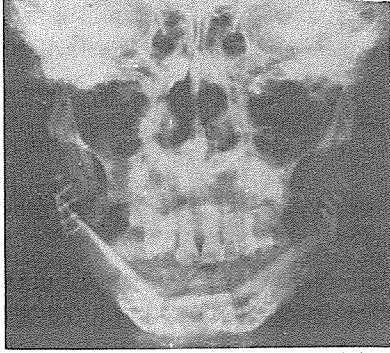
하악골에 재건된 유리 비골 골근피판의 두개방사선 사진
